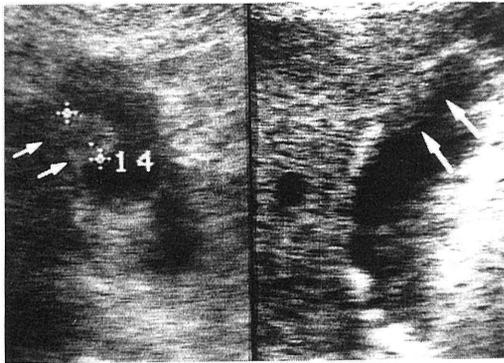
腹部超音波/胆嚢底部に径 14 mm の中心部にやや hypoecho を伴った垂有茎性の隆起性病変を認める (白矢印)。胆嚢壁は病変部位において不明瞭となり病変の肝床への浸潤を示唆している。
